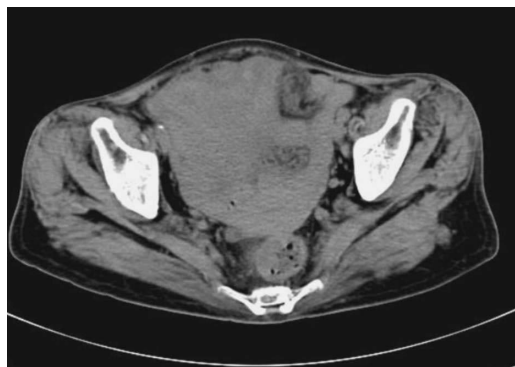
CT 画像：右下腹部に 10 cm 大の腫瘤が見られ、均一な濃度で、内部に低吸収域を見た。大動脈周囲にも腫瘤が見られた。
